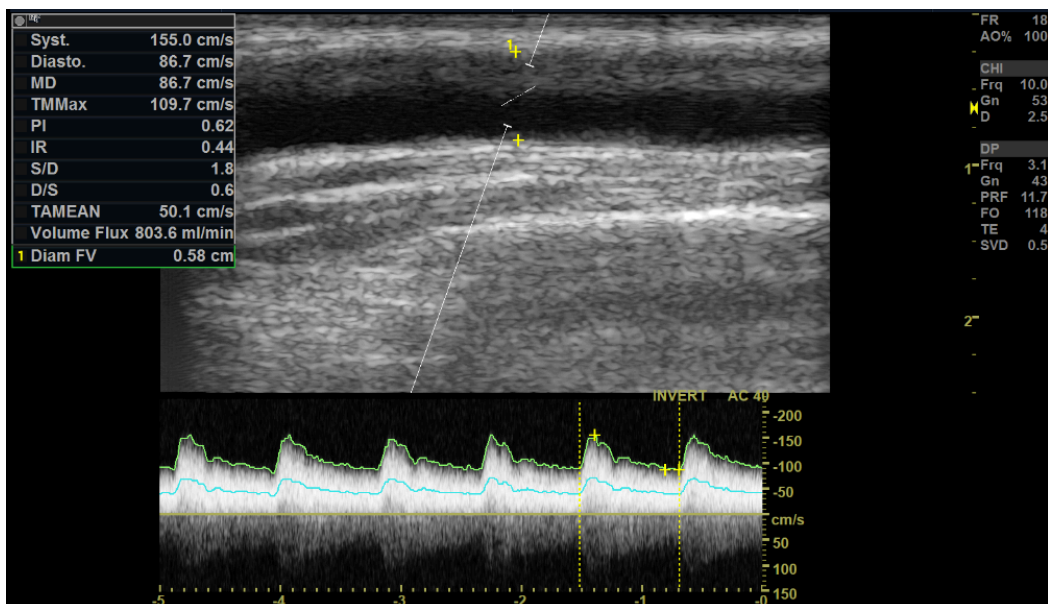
Doppler pulsé, montre un débit à 800ml/min
